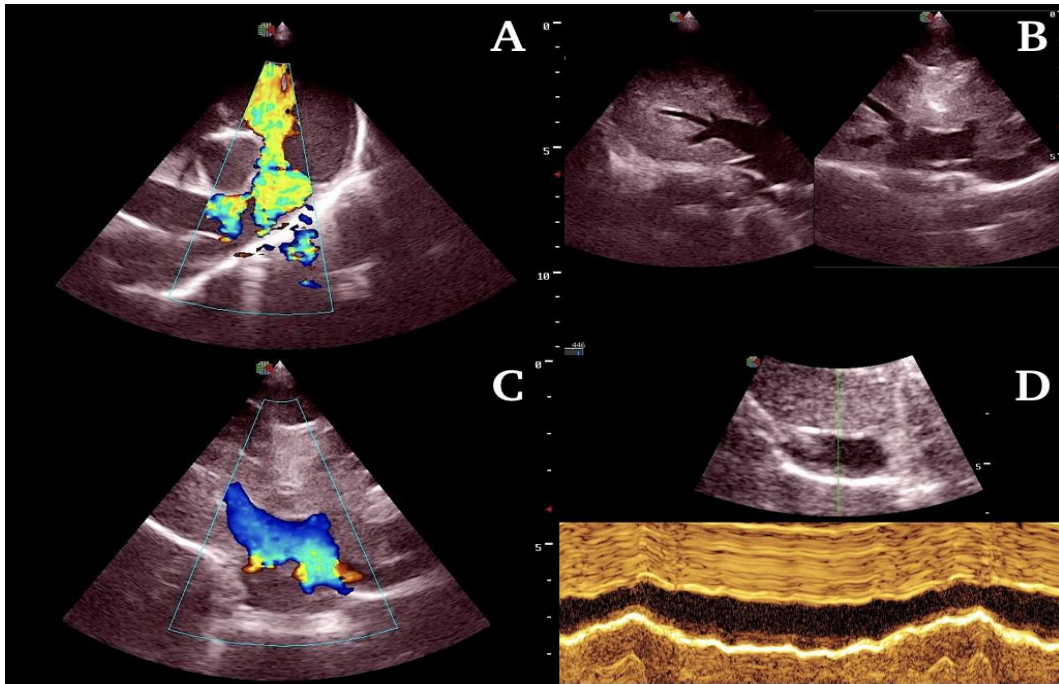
A. Doppler color que muestra regurgitación pulmonar y *aliasing* del flujo regurgitante. B. Eco-grafía abdominal que evidencia la dilatación de las venas hepáticas y la vena cava caudal. C. Doppler color que baña el interior de la vena hepática común demostrando la evidente congestión asociada a la hipertensión pulmonar. D. Modo M de la vena cava caudal que confirma la distensión y el aumento de presión en el territorio venoso sistémico hacia el corazón. La vena cava caudal modifica levemente su diámetro entre la espiración y la inspiración.
